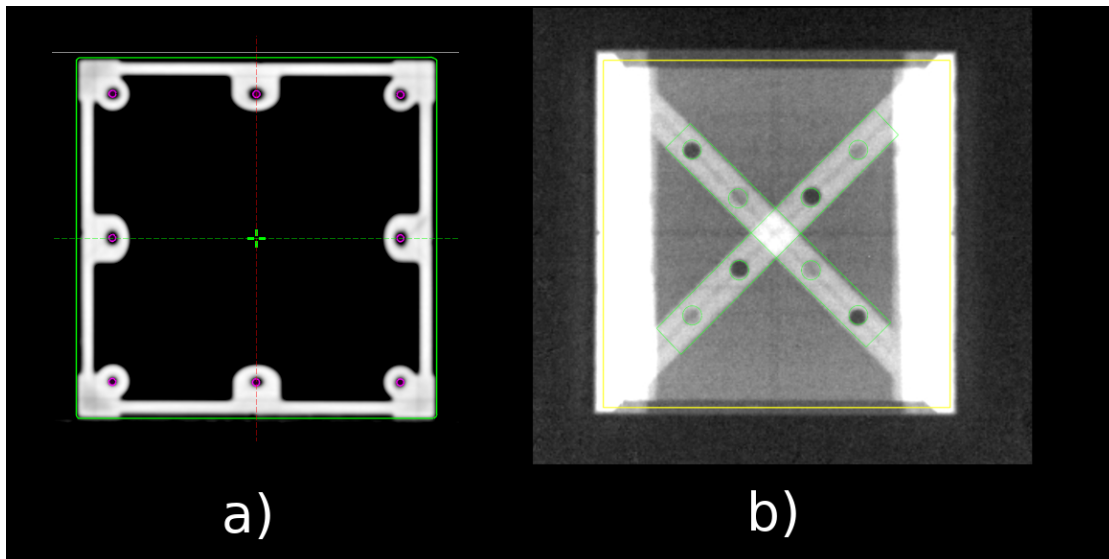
Imágenes del maniquí: CBCT axial (a) y MV anteroposterior (b).
